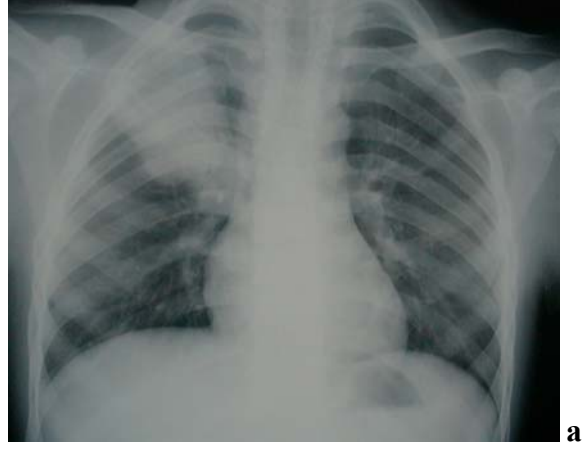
a; PA akciğer grafisinde sol opak hemitoraks, b; Aksiyel T1A FFE, c; B-FFE sekans MR görüntülemesinde sol akciğerde yaygın parankimal infiltrasyon, sinyalsiz nekroz alanları, plevral efüzyon ve kalınlaşma.
